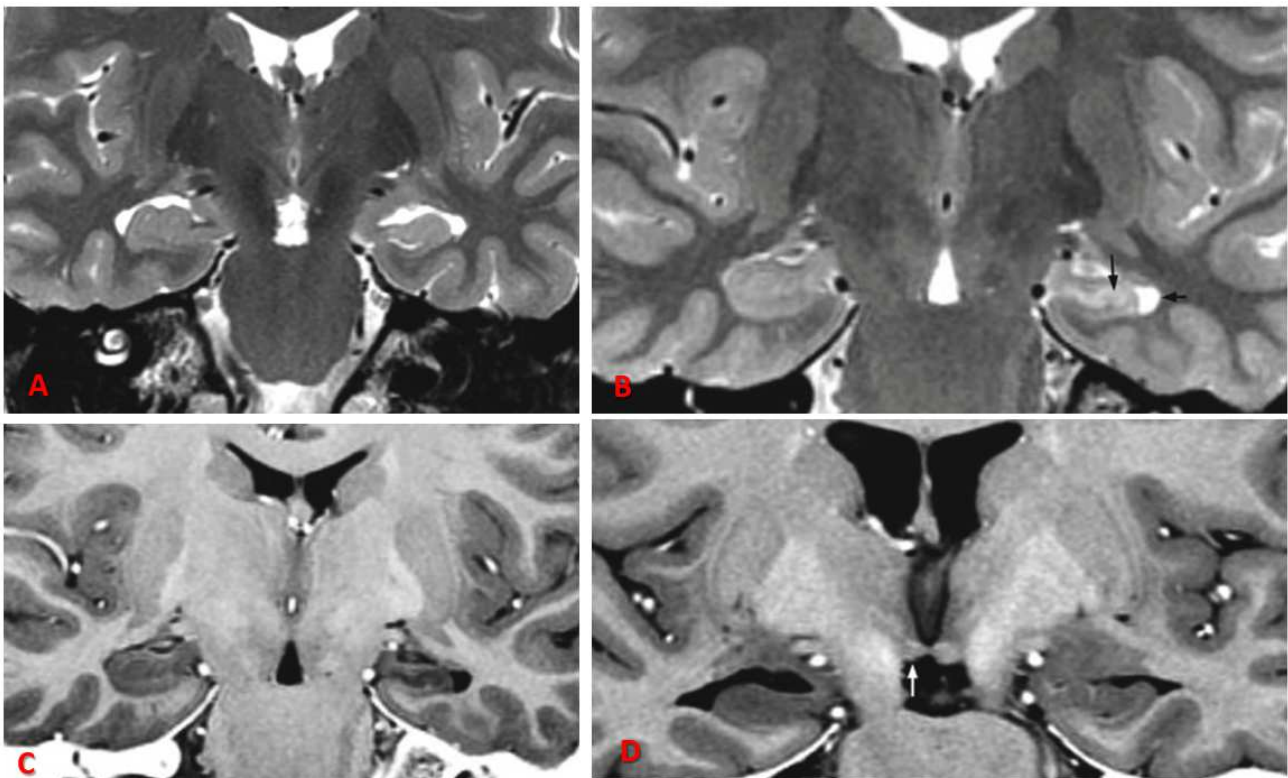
imágenes de esclerosis mesial temporal, (A) y (B) son imágenes de RM potenciadas en T2, (A) es una reconstrucción coronal en donde se visualiza atrofia e hiperintensidad del hipocampo izquierdo, con pobre visualización de la estructura interna hipocampal y ligera ampliación de la asta temporal del ventrículo. (B) imagen de RM coronal en T2 y (C) coronal en T1 corresponden al mismo paciente observándose atrofia hipocampal izquierda con hiperintensidad en la estructura interna en T2 (hipointenso en T1) y dilatación de la asta ventricular temporal (flechas negras), (D) Imagen de RM en coronal T1 cambios en la estructura interna hipocampal derecha (hipointensa) perdida de las digitaciones de la cabeza del hipocampo, dilatación asta temporal ventricular y atrofia del cuerpo
